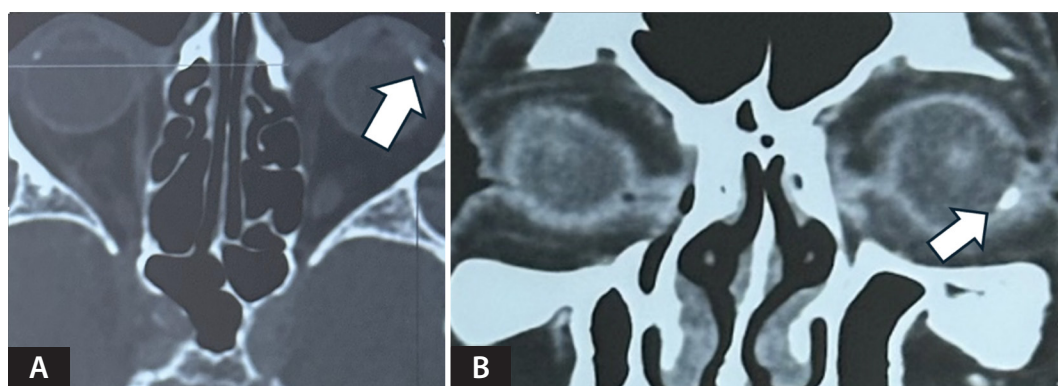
Tomografía computarizada de órbitas y cerebral en donde se evidencia calcificación temporal inferior en ambos cortes. A) Ventana ósea en corte axial. B) Ventana de tejidos blandos en corte coronal.
